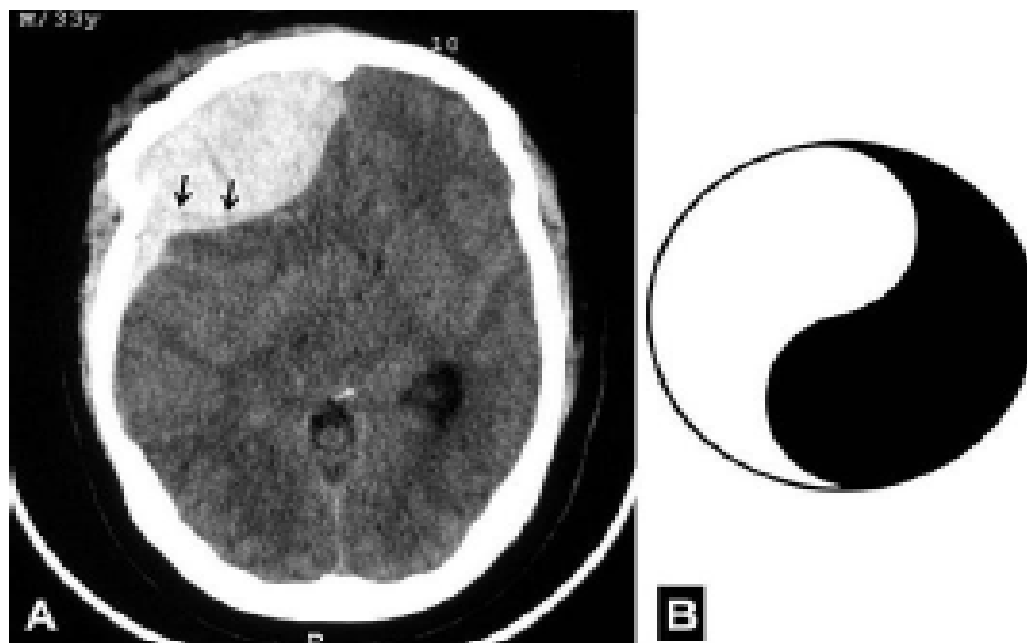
A. TDM cérébrale en coupe axiale objectivant un HED fronto-pariétal. Cette lésion possède deux compartiments différents : la plus antérieure est un HED tandis que la plus postérieure est un HSDA. Notez la limite franche entre les deux lésions (flèches noires). B. La lésion évoque fortement le symbole du Yin-yang ou Tajitu (209)
